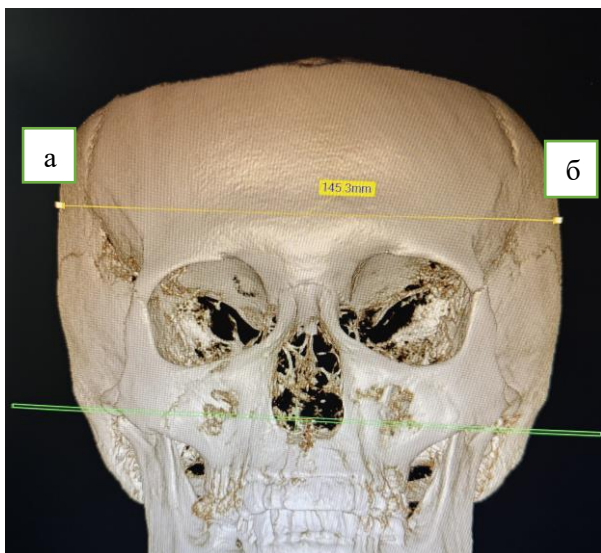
а-б – поперечный размер, в-г – продольный размер. Вычисление головного указателя по компьютерной томографии (мужчина): $145,3:166,1 \times 100 = 87,47$.
